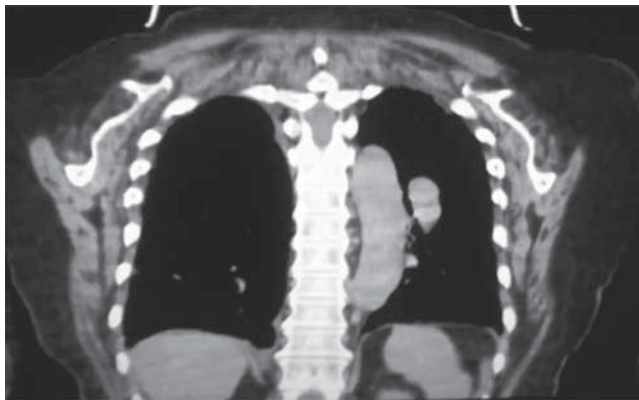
Tomografía computarizada donde se observa hemitórax derecho sin contenido abdominal en el mismo, plastia diafragmática competente.
